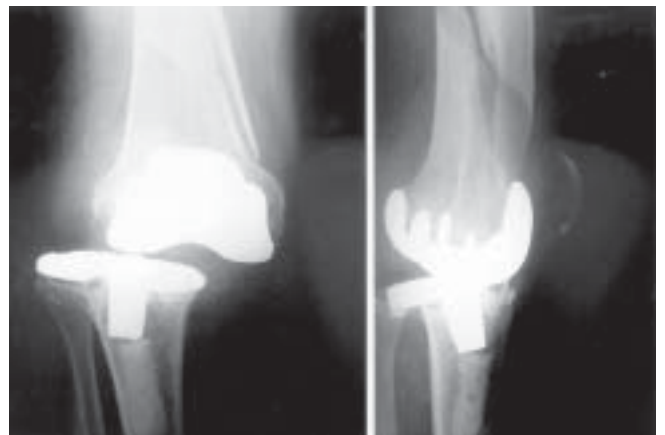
Radiografías anteroposterior y lateral mostrando fractura femoral periprotésica, luxación del implante y signos evidentes de aflojamiento de ambos componentes.
